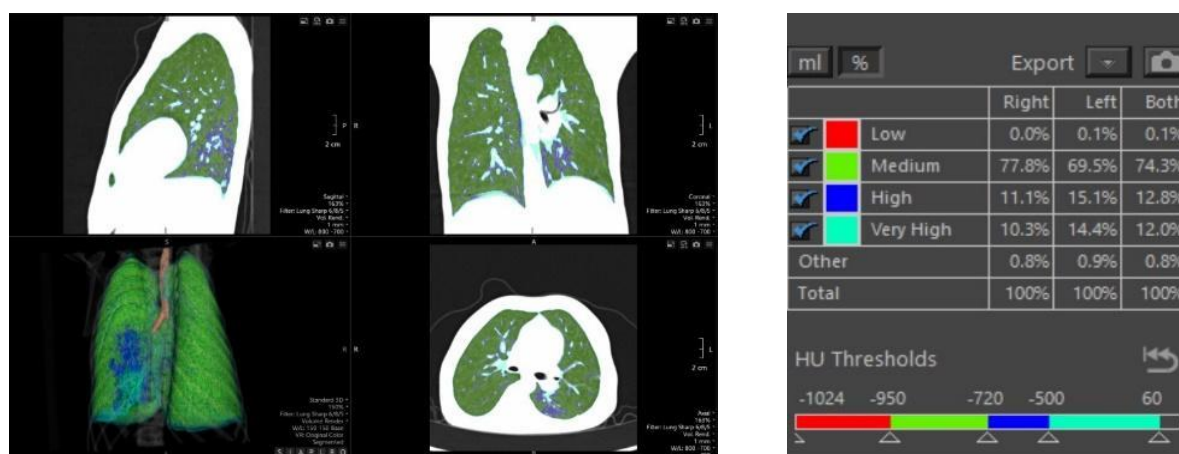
Пример обработки КТ грудной клетки программой Lung Density Analysis.
